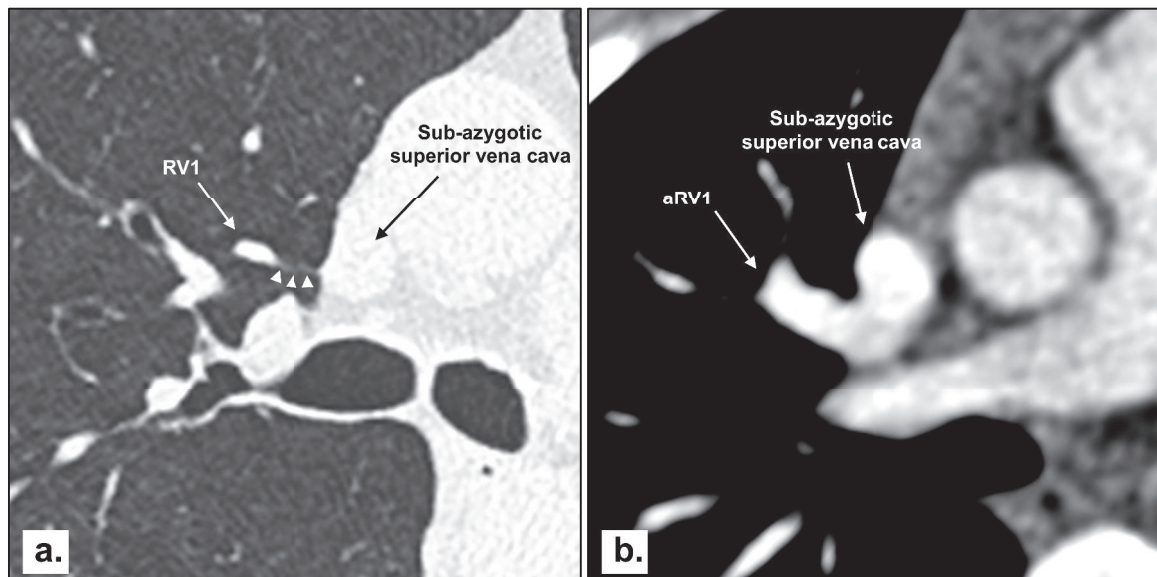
Transverse CT section obtained at the level of the right main bronchus (lung image; magnified view). Note the presence of a thin, linear hyperattenuating structure (arrowheads) linking RV1 to the mediastinum. The mediastinal attachment of the superior pulmonary ligament is in contact with the lateral border of the sub-azygotic portion of the superior vena cava.
